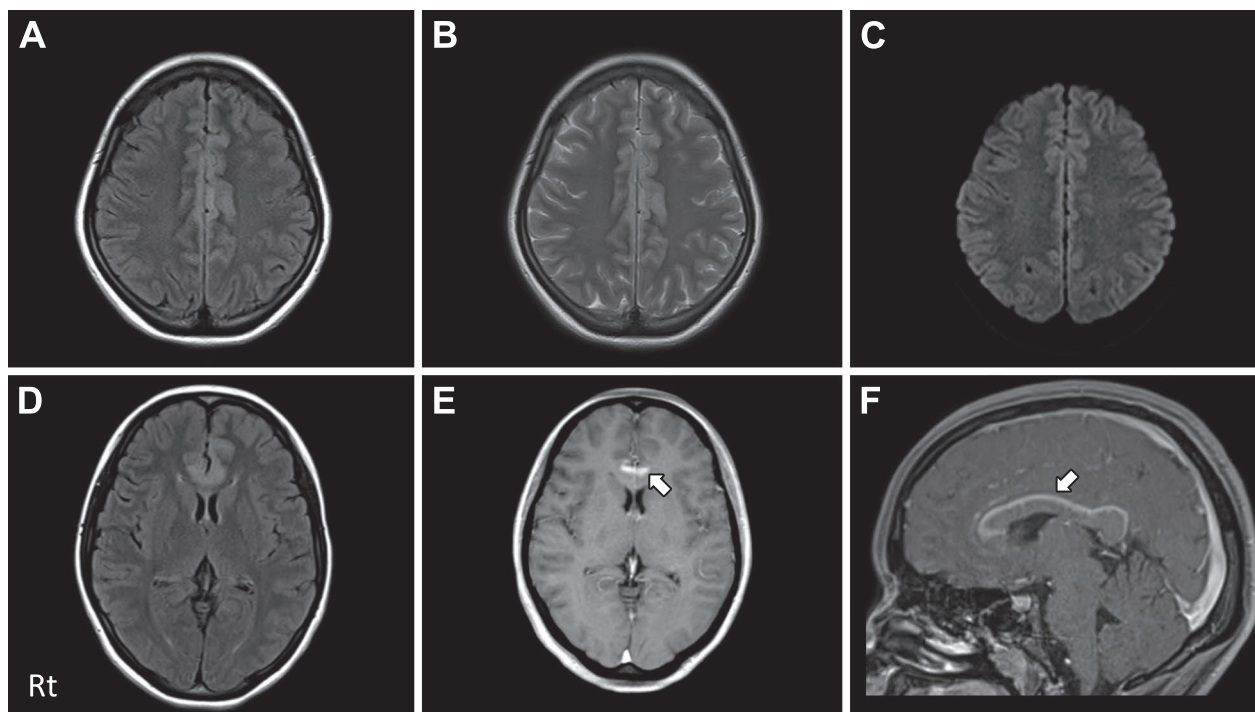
Brain MRI from the patient's first visit to our hospital.
